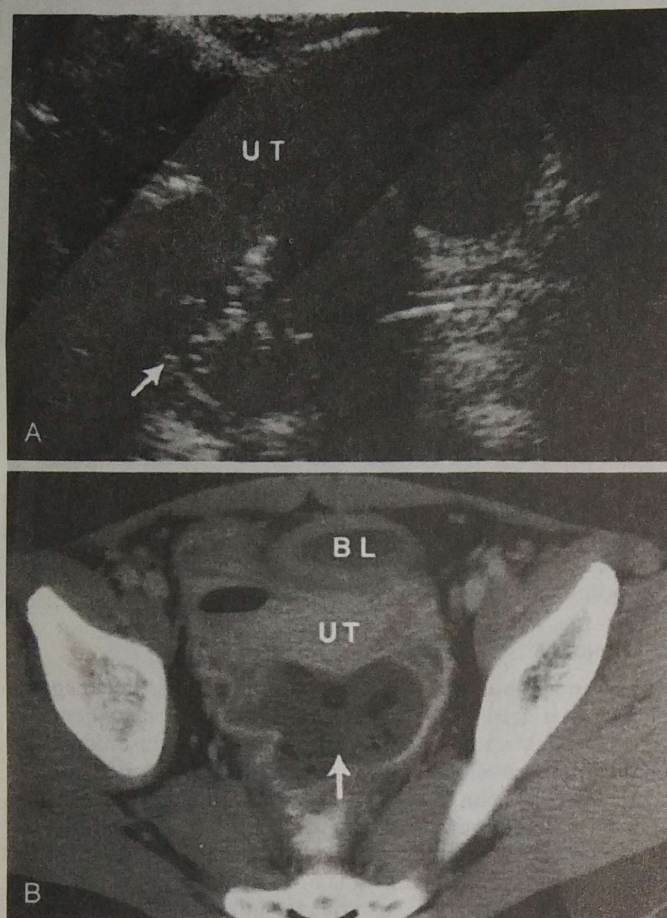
A, ultrasonografía de una apendicitis perforada con cavidad purulenta compleja en el cuadrante inferior derecho. UT, útero; flecha, acumulación de líquido. B, tomografía computadorizada del abdomen que demuestra un apéndice perforado con absceso complejo y acumulación de líquido en la cavidad pélvica (flecha). BL, vejiga.
